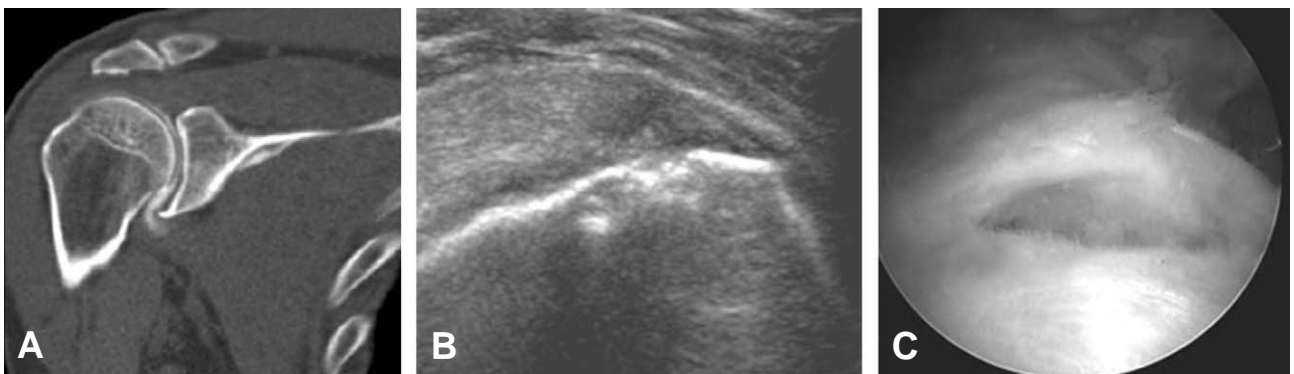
(A) CT arthrography demonstrated the intact supraspinatus tendon. (B) Ultrasonographic examination showed high grade partial-thickness tear of the supraspinatus tendon. (C) Arthroscopic finding revealed bursal side high grade partial-thickness tear of the supraspinatus tendon.
